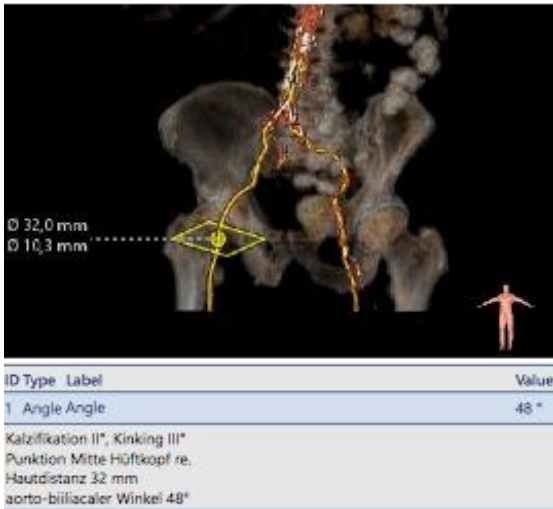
Analyse der Becken-Bein-Gefäße (MS-CT)
